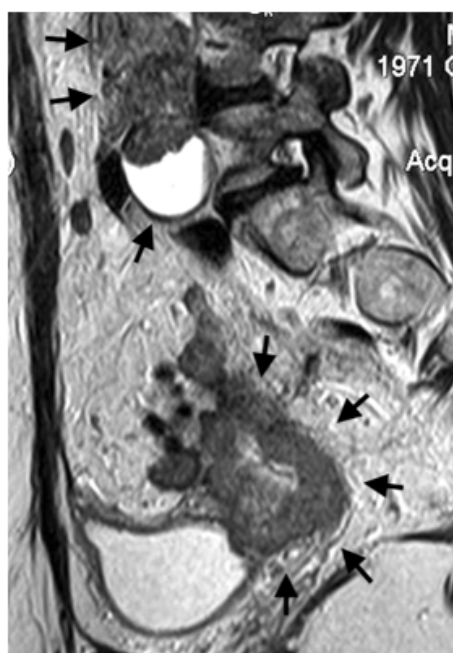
Магнитно-резонансная томограмма органов малого таза у больной со смешанным рецидивом рака шейки матки (T2 взвешенное изображение в сагиттальной проекции), стрелками указаны опухолевые массы в культе влагалища, врастающие в стенку мочевого пузыря, и конгломерат в парааортальной области
